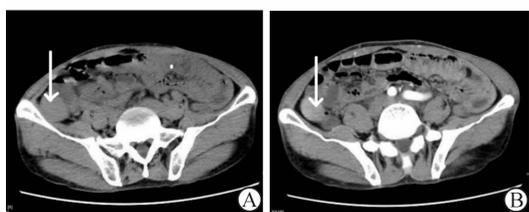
异位脾种植 CT平扫(A)及增强下(B)表现
